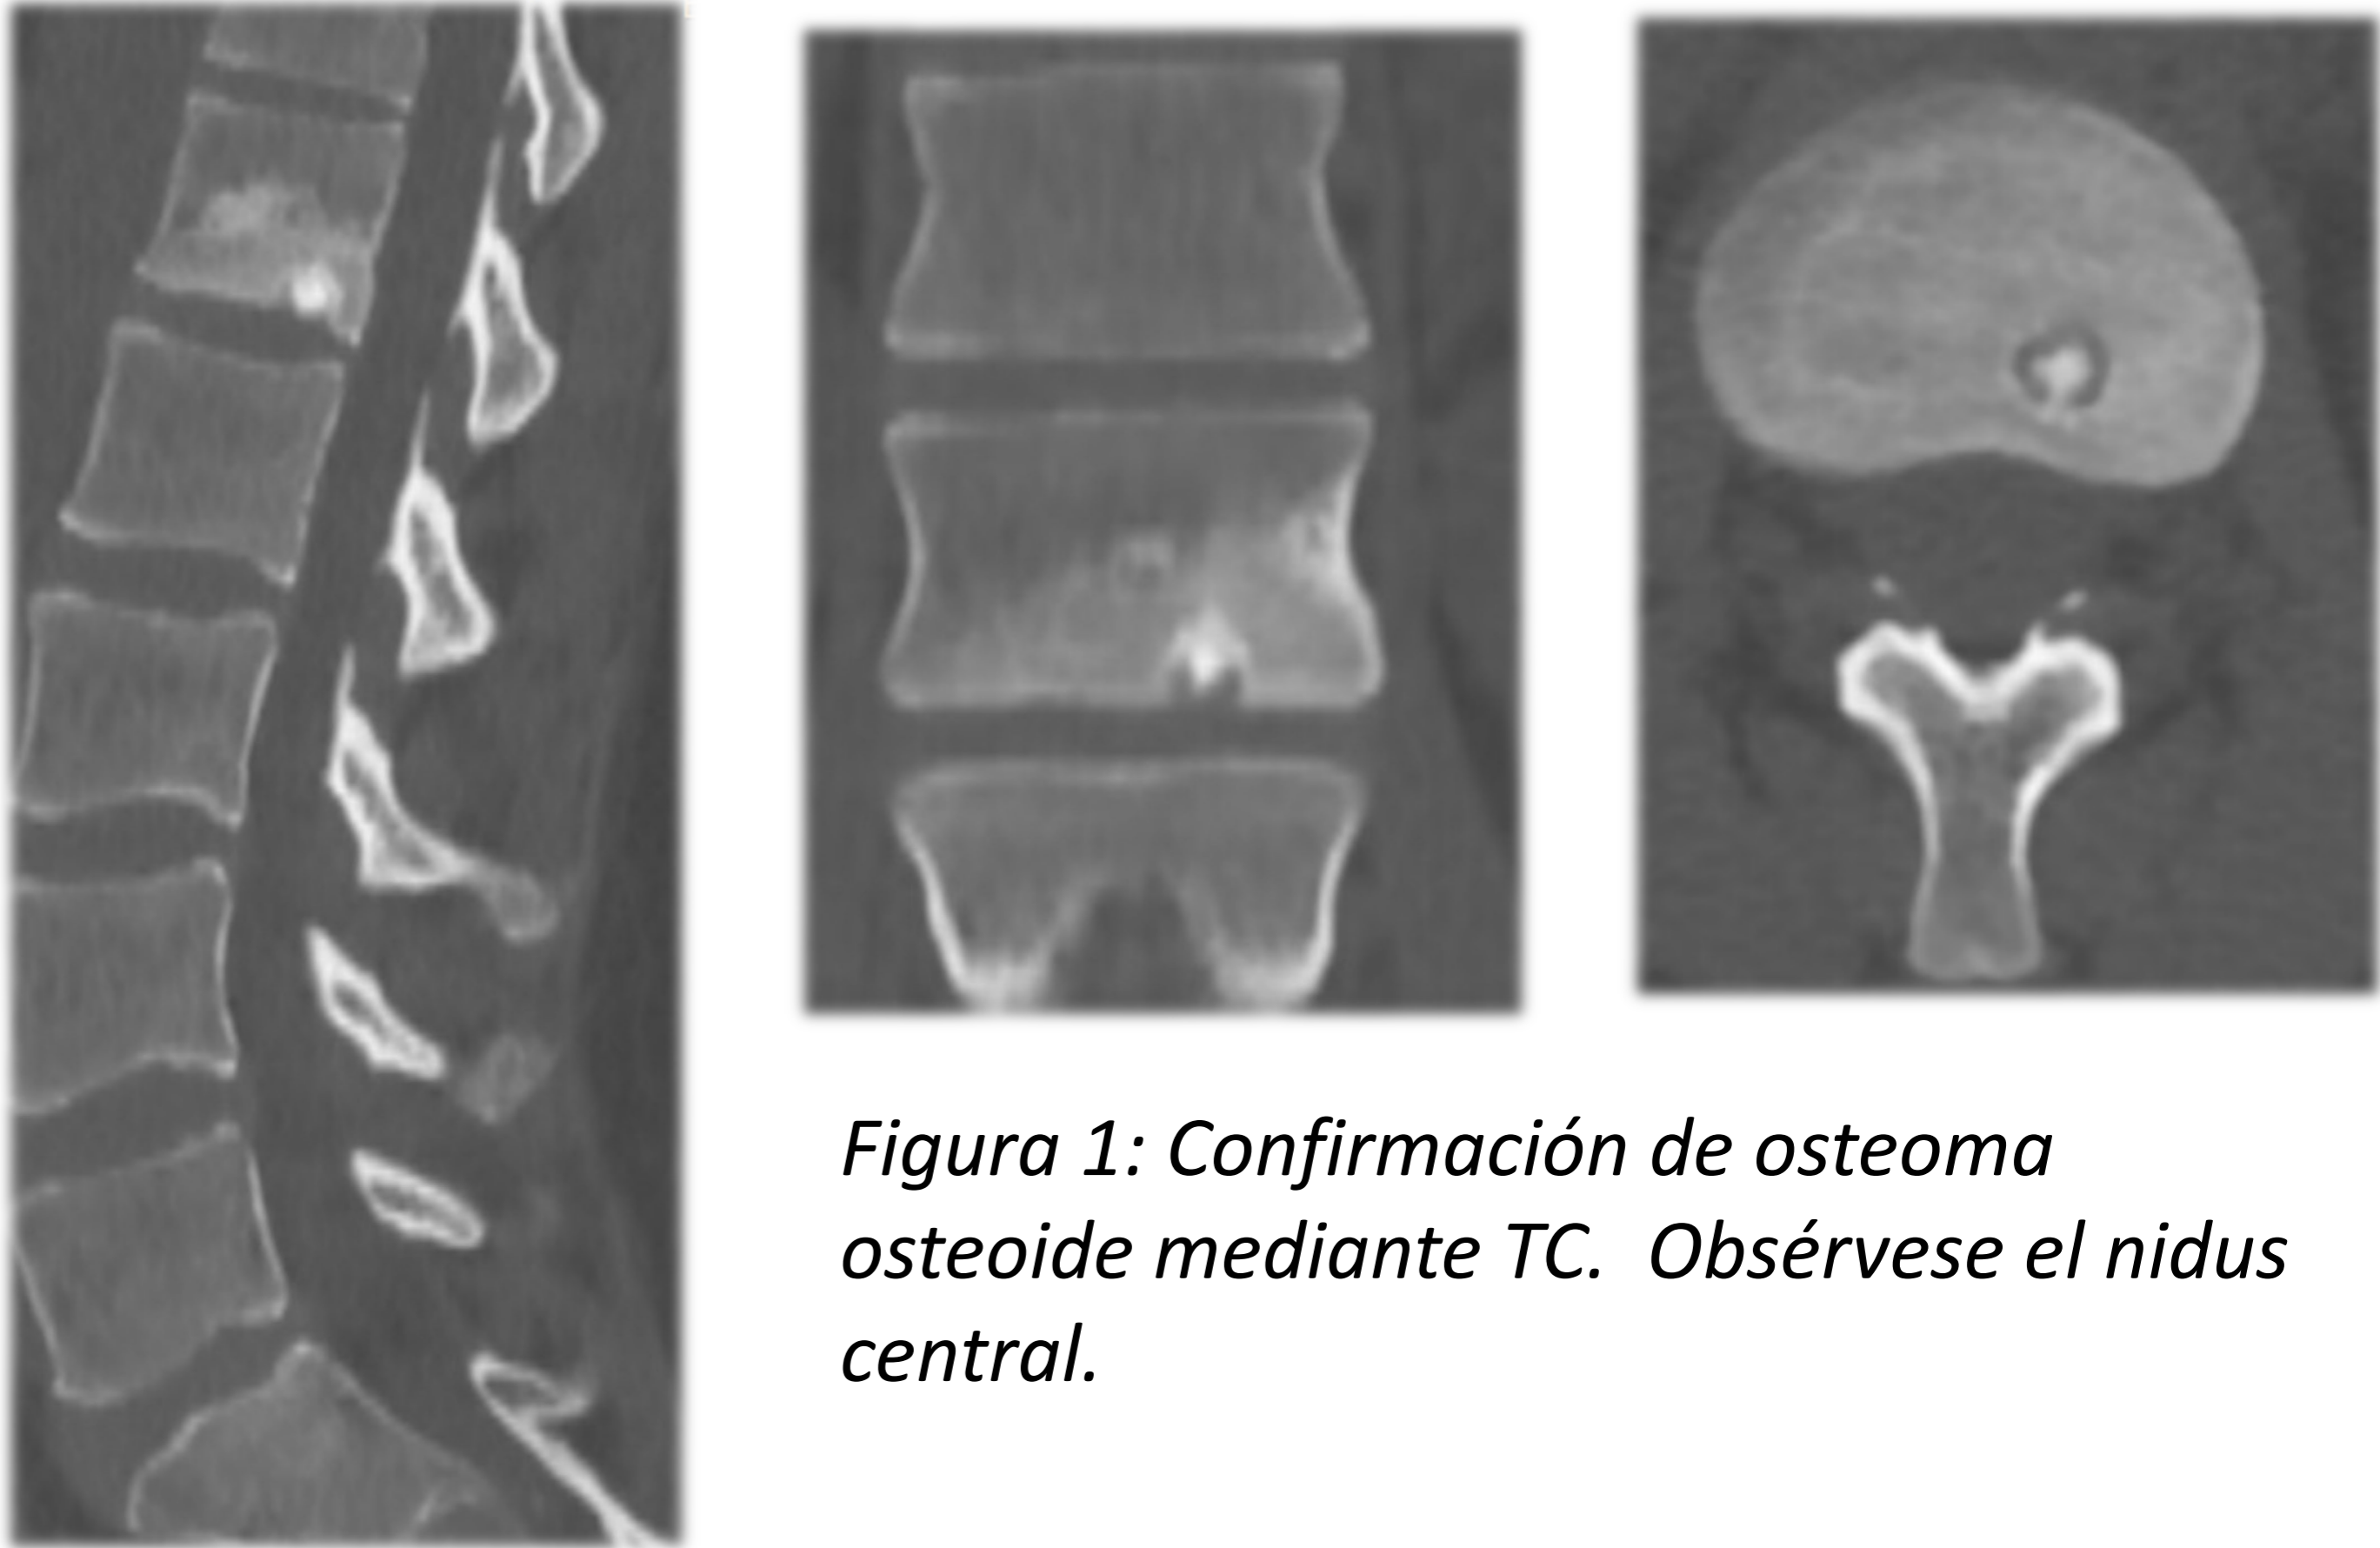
Confirmación de osteoma osteoide mediante TC. Obsérvese el nidus central.
